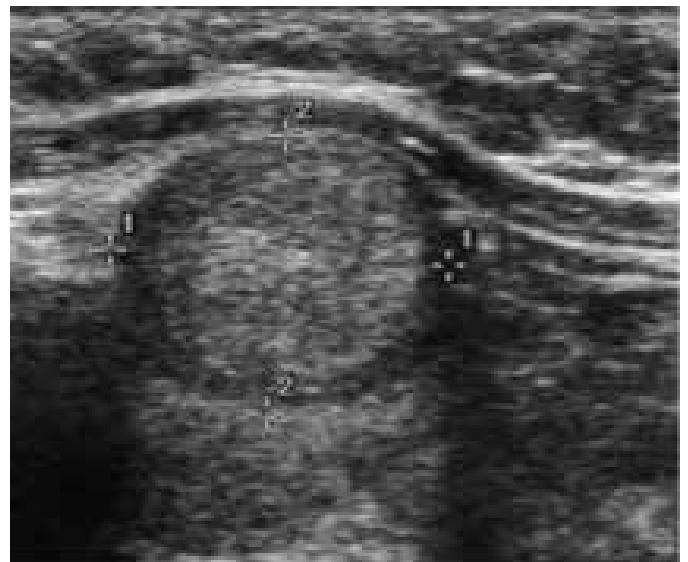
Ultrassonografia de uma mulher de 43 anos com carcinoma papilífero demonstrando o padrão de um nódulo sólido com sombra refratária nas margens.<sup>4</sup>
